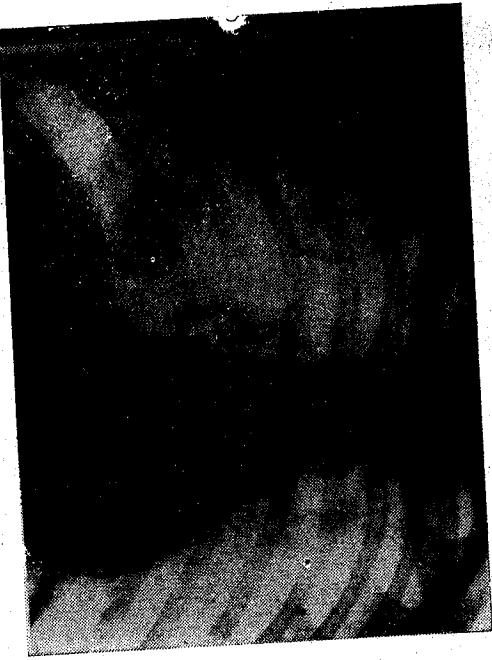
Radiografi direkte e toraksit. Vihet re hija e një ciste bilobare të komplikuar në bazën e mushkërisë së djathë. Një tjetër imazh kavitar i një ciste në lobin e sipërm po t'asaj ane.
